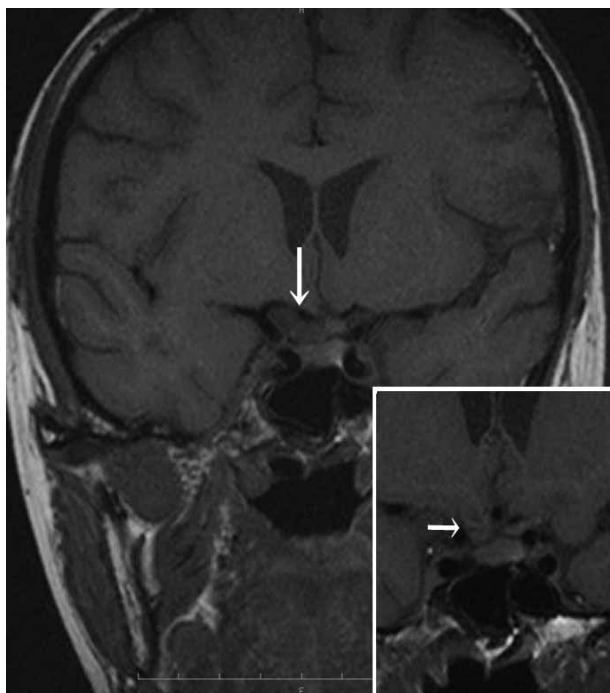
MRI の T1 強調画像，下垂体を含む冠状断。
